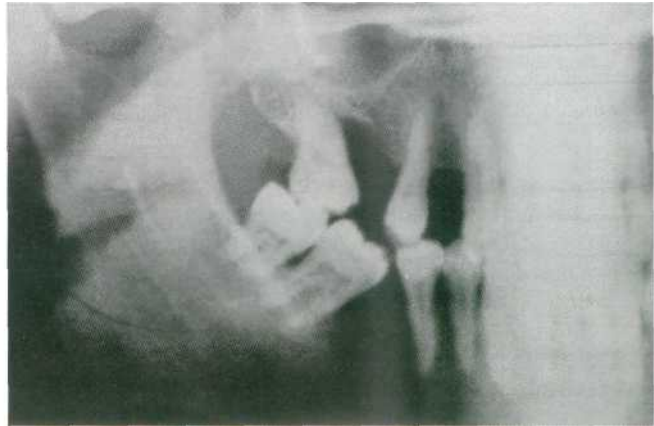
Enfermedad periodontal avanzada que puede afectar al seno maxilar (detalle de la ortopantomografía).
